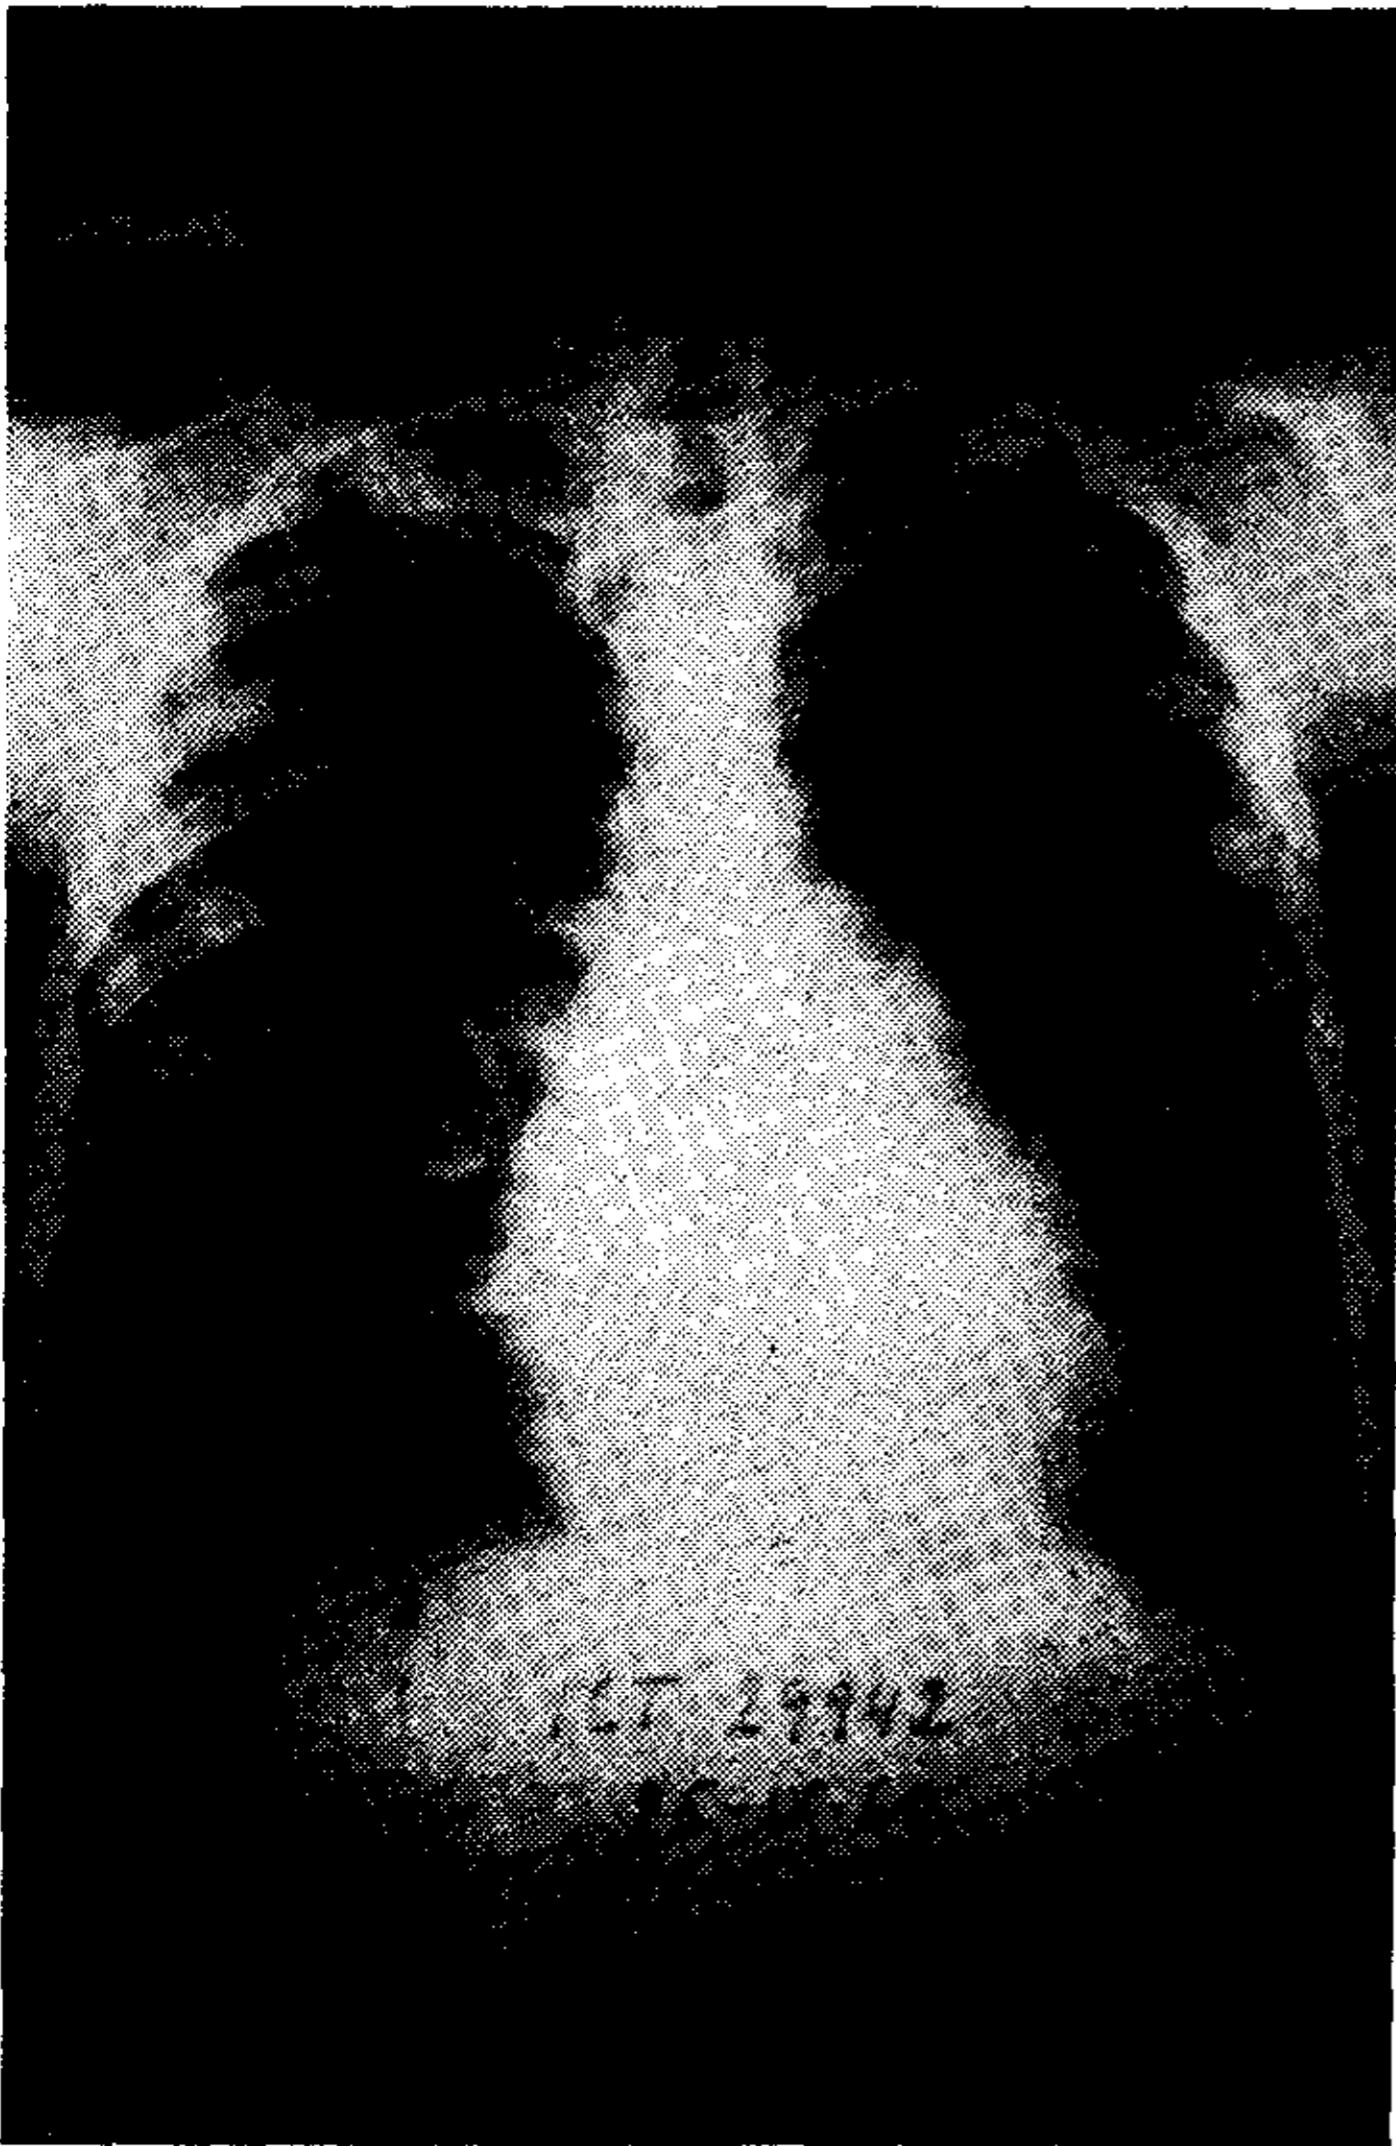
Radiografía de tórax cinco años previa a la intervención, que muestra agrandamiento cardíaco moderado
